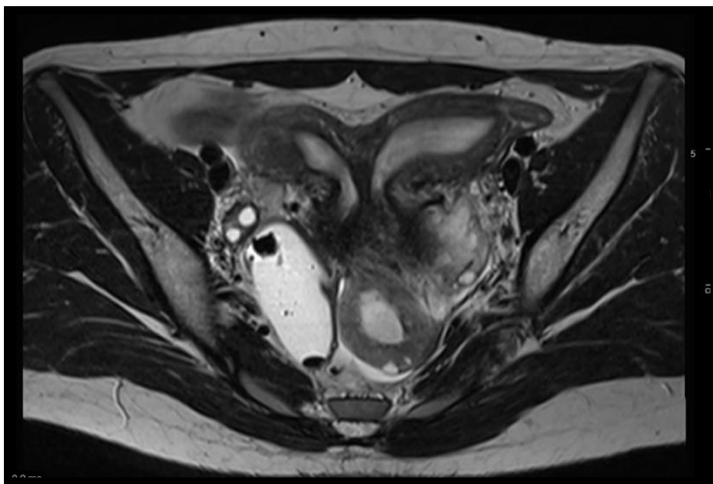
RMN. Útero didelfo
